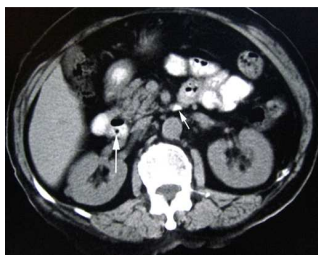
CT 平扫示十二指肠降部及升部多发囊袋状影(白箭头指示) (左图)
